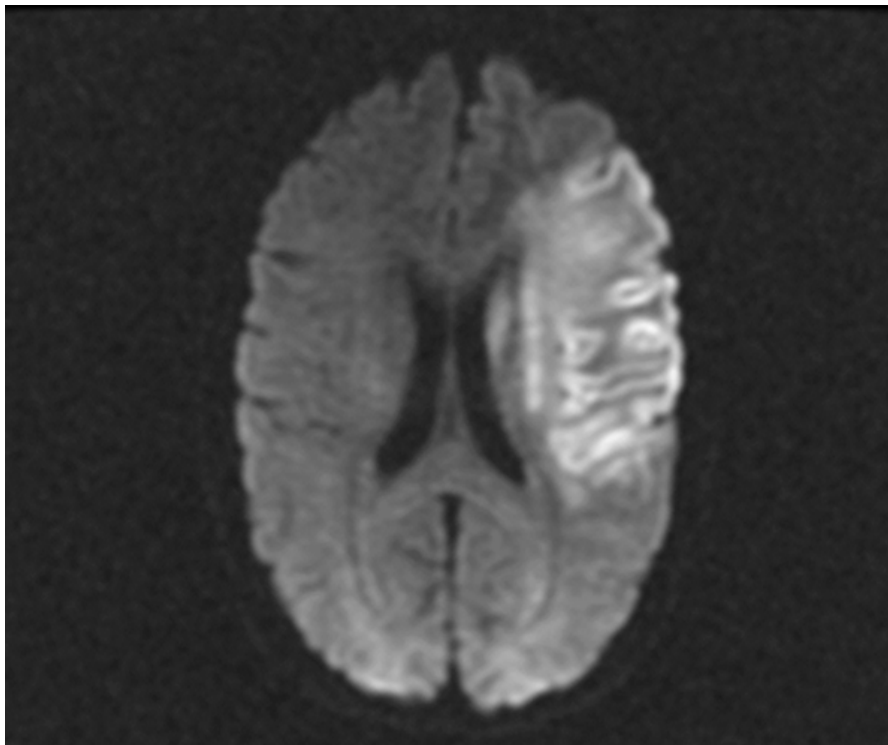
RM cerebral: isquemia extensa en territorio de arteria cerebral media izquierda.
